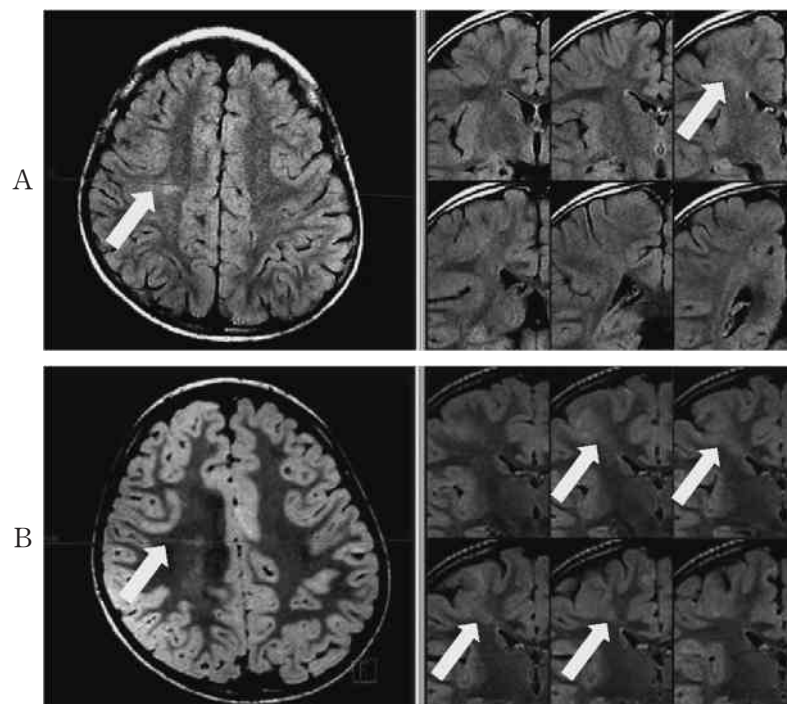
限局性皮質形成異常症の頭部 MRI FLAIR 画像
